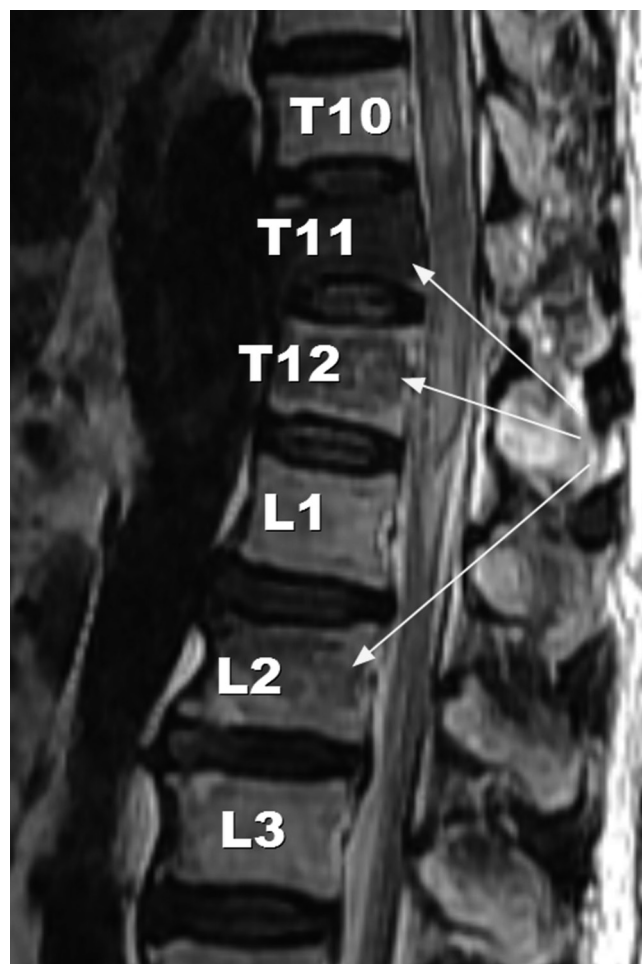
Sagittal T1 MRI of D-L spine. Showing T11, T12 and L2 body fracture
